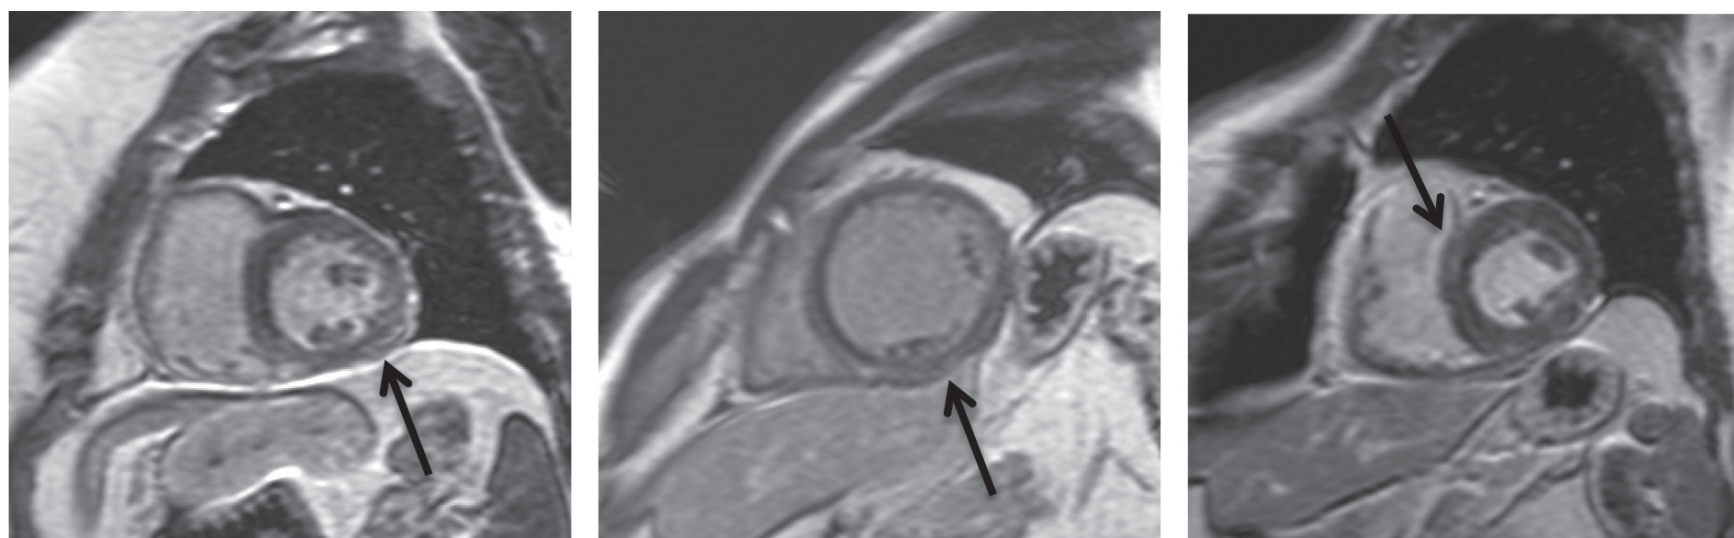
МРТ сердца с контрастированием у пациентов с фиброзно-дистрофическими изменениями после перенесенного COVID-19. Стрелками указаны участки патологического накопления контрастного препарата в интрамуральных и субэпикардиальных отделах миокарда
